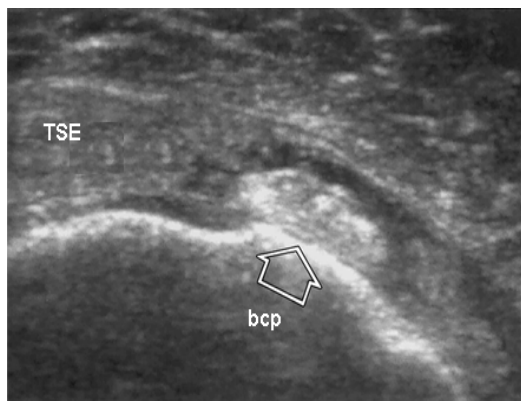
Ecografía del TBCP en plano axial
